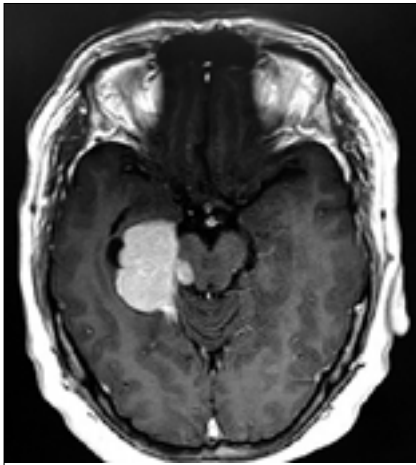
RM cerebral pre operatoria, meningioma tentorial derecho.
